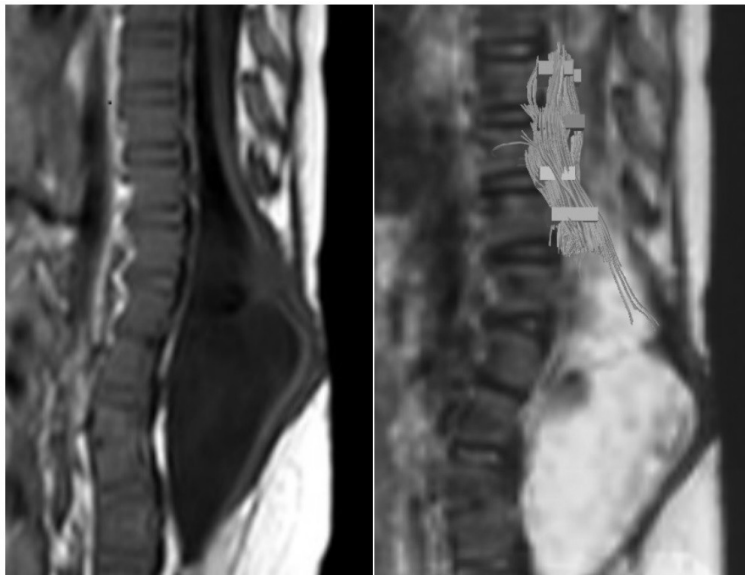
Больная В., ИБ №776-13, миеломенингоцеле. МРТ T1-взвешенное изображение (слева), ДВИ-трактография (справа)
